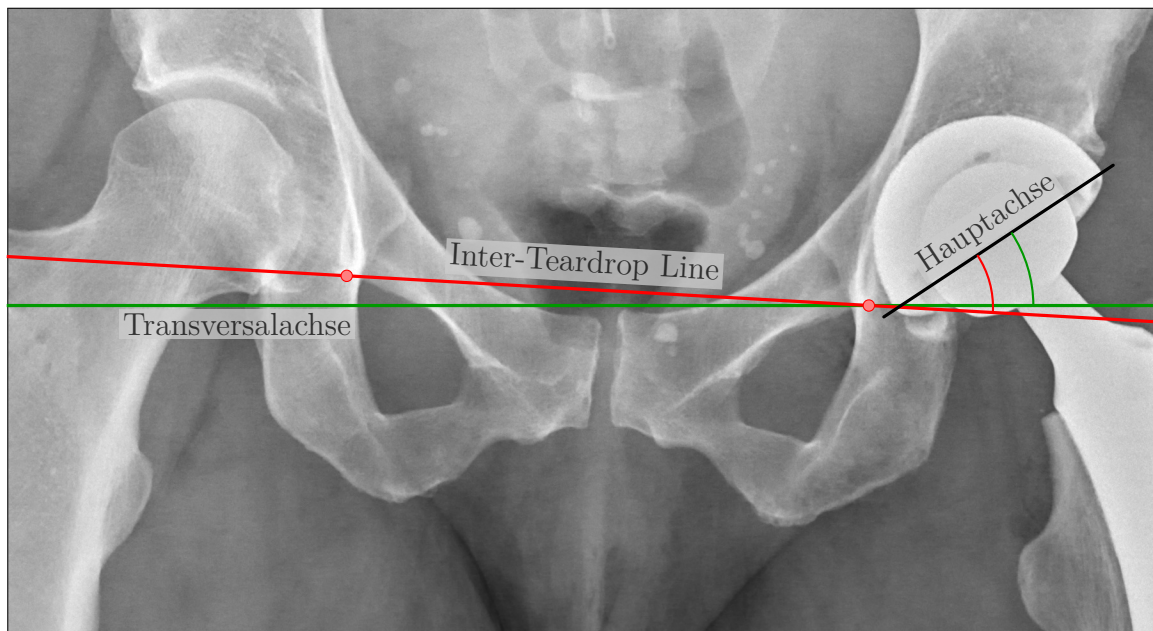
Bestimmung der RI in AP-Röntgenbildern über die Hauptachse der ellipsoid dargestellten Pfannenöffnung in Bezug auf die Transversalachse (grün) bzw. auf die Inter-Teardrop Line (rot) – Röntgenbild ursprünglich veröffentlicht unter der CC0 1.0 Lizenz (<https://creativecommons.org/publicdomain/zero/1.0/deed.de>) in Quelle [53]; Bildausschnitt geändert und Annotationen hinzugefügt
